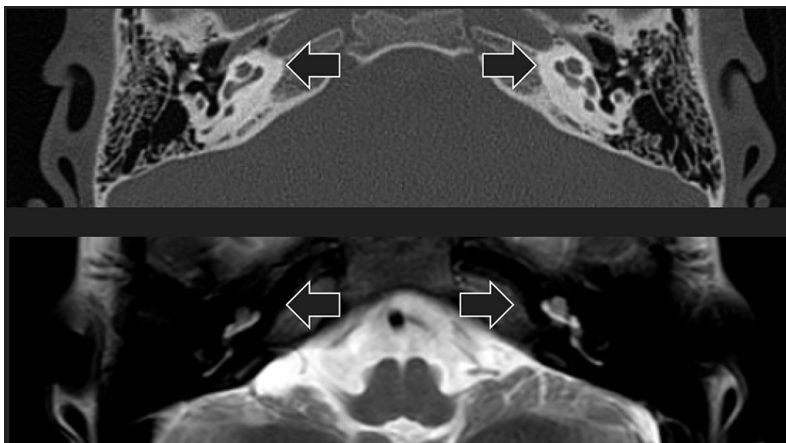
Corte axial de TC y RM (T2W) donde se evidencia morfología coclear normal y adecuada permeabilidad de la cóclea.
